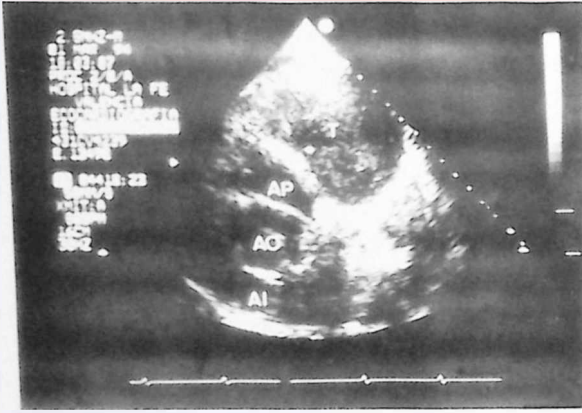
Ecocardiograma 2-D transtorácico. Plano transversal a nivel de grandes vasos. Vemos una tumoración (T) paracardiaca, de apariencia encapsulada que comprime, sin infiltrar, el tronco de la arteria pulmonar produciendo estenosis a dicho nivel. Abreviaturas: AO: aorta; AP: arteria pulmonar; AI: aurícula izquierda.
